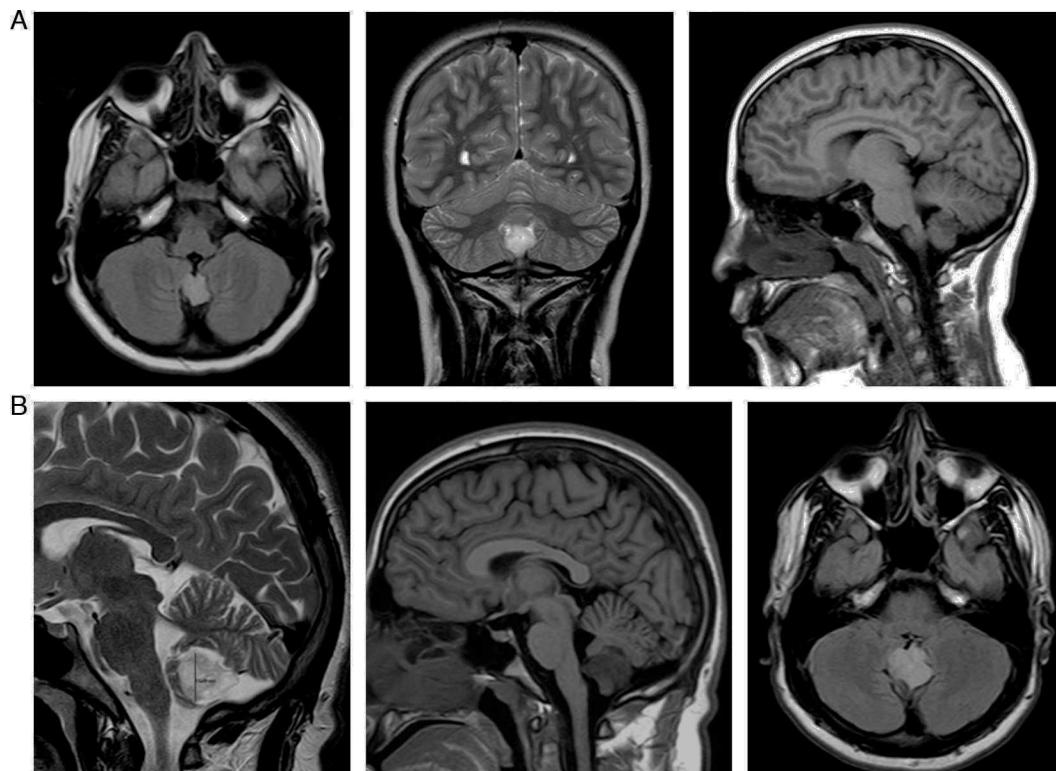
Resonancia magnética cerebral al diagnóstico y tras 5 años de seguimiento que muestra lesión expansiva de localización extraaxial, caudal al vermis cerebeloso, hipotensa en T1 e hiperintensa en T2, sin edema perilesional, efecto masa ni captación de contraste. A) RM cerebral al diagnóstico (axial FLAIR tras gadolinio, coronal T2, sagital T1). B) RM cerebral de control tras 5 años de evolución (sagital T2, axial T1, axial FLAIR tras gadolinio).
